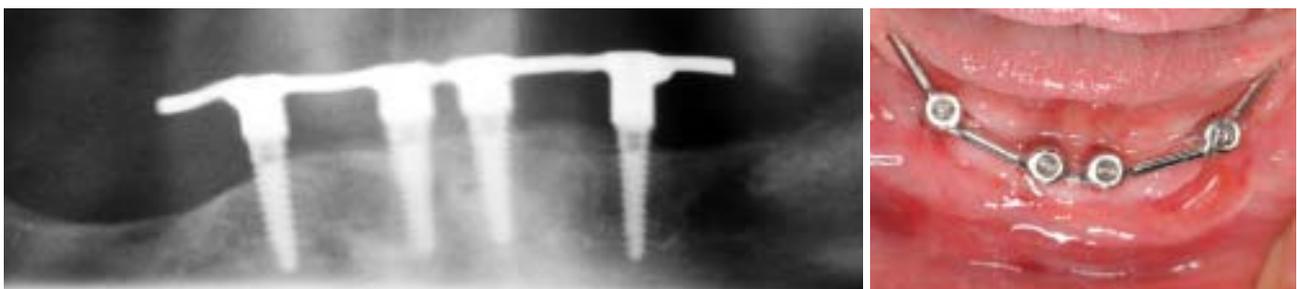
Röntgenkontrolle (Abb. 13) der Implantate und des postoperativ am selben Tag eingeschraubten Steges (Abb. 14).
